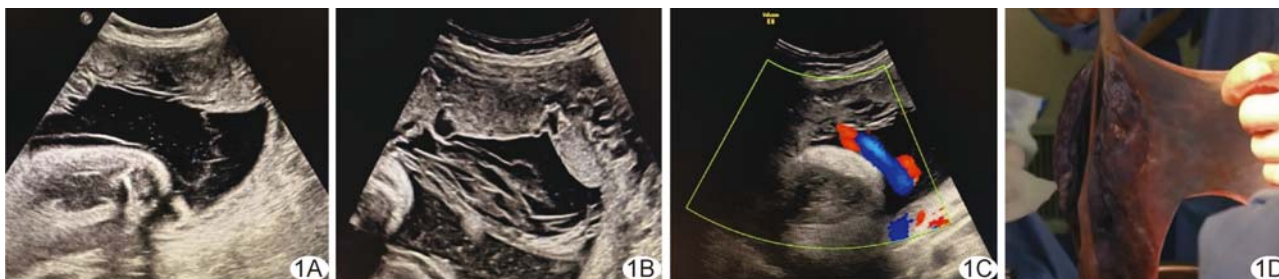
羊膜破裂 A. 孕 38⁺ 周羊膜腔二维声像图; B、C. 2 h 后复查二维超声声像图(B)及 CDFI(C); D. 大体标本图
